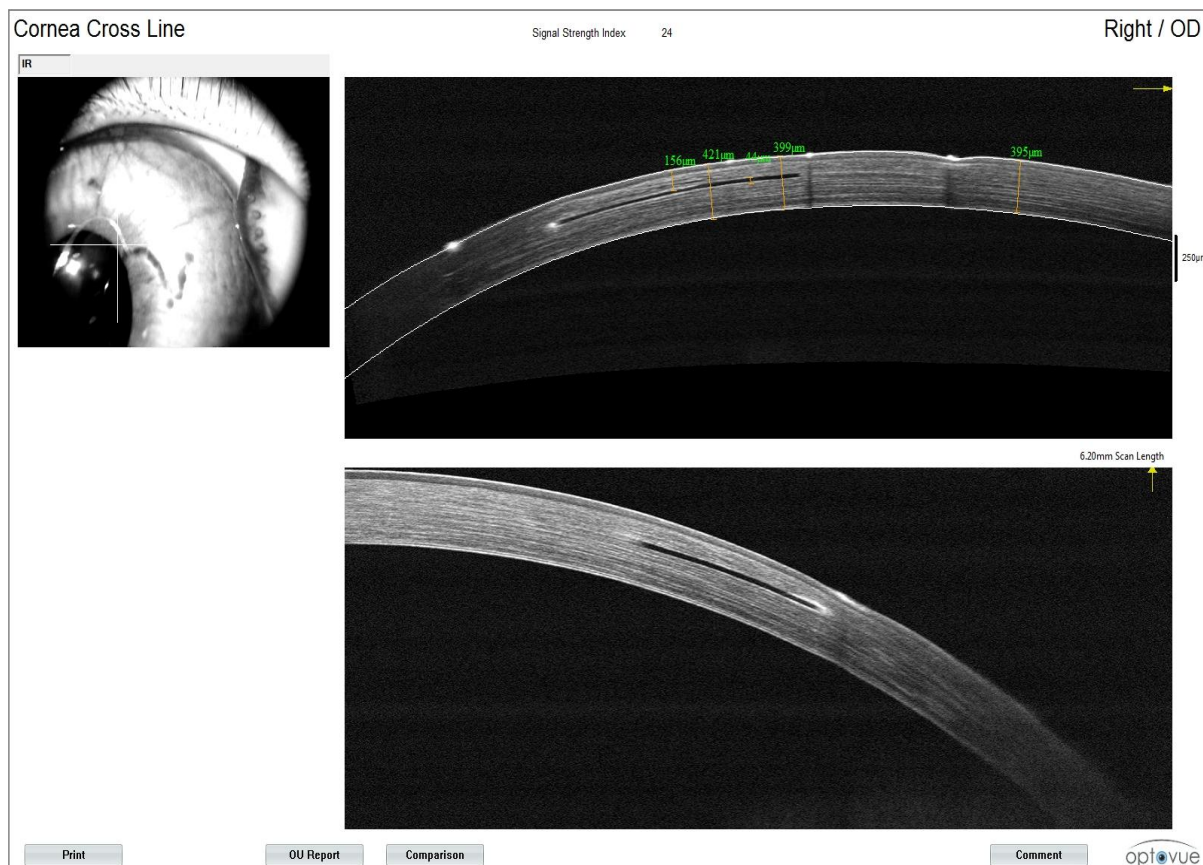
Оптическая когерентная томография роговицы кролика через 3 месяца после имплантации инляя
